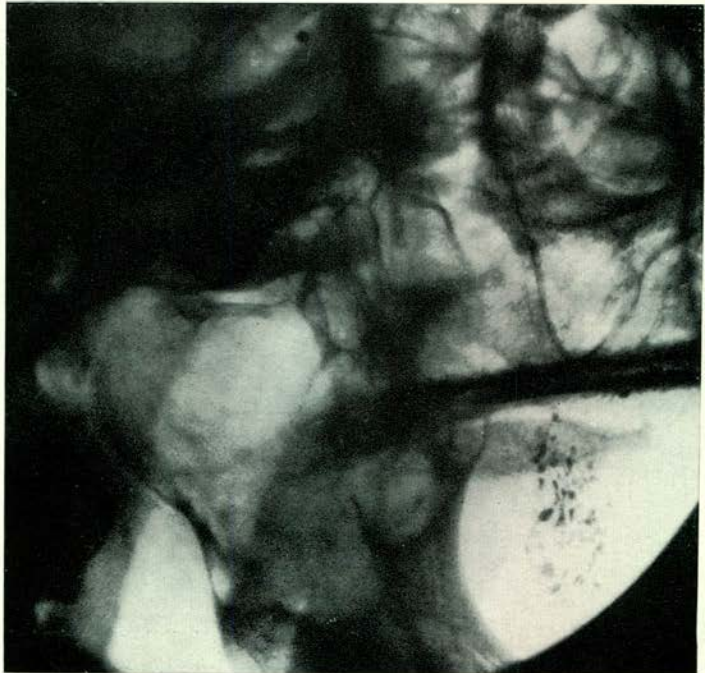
Patiënte B: röntgenfoto, gemaakt een jaar na die van afb. 9. Het herstel van de onderkaak is evident.
